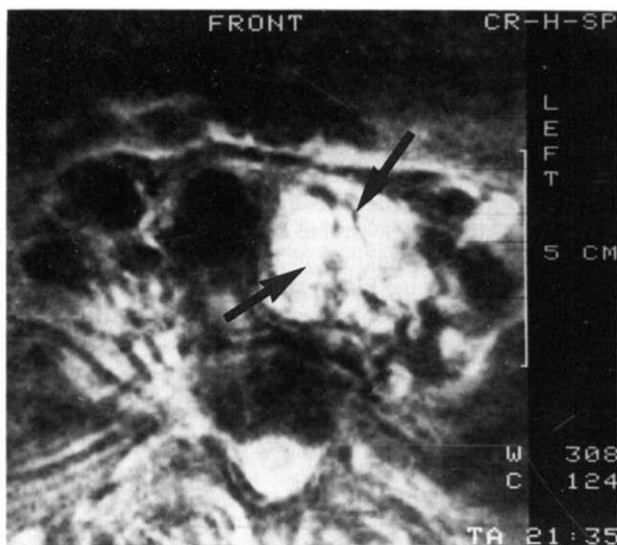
Kernspintomographie der Halsregion (Transversalschnitt) 3 Monate nach totaler Thyreoidektomie und Radioiodtherapie wegen eines follikulären Schilddrüsenkarzinoms (Stadium pT<sub>1</sub>N<sub>0</sub>M<sub>0</sub>) mit signalreichem Rezidivtumor links paratracheal (Pfeile)
